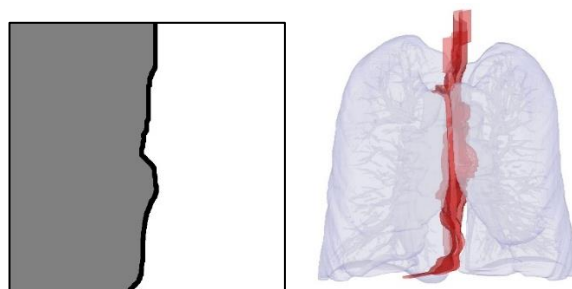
Plano divisorio (izq). Visualización 3D de los pulmones segmentados a partir del TC original y del plano divisorio (der)
